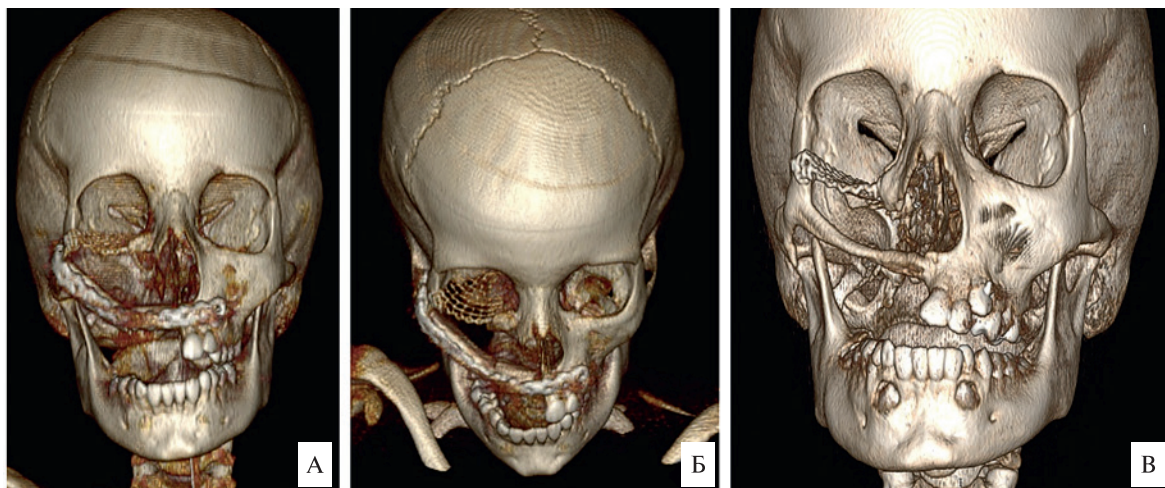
МСКТ, 3D-реконструкция черепа
